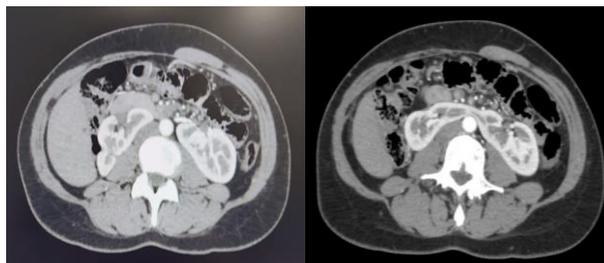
Tomografia Computadorizada de Abdome e Pelve em Fase Arterial, evidenciando tumor em rim em ferradura, (A) Corte Transversal Altura de L2-L3; (B) Corte Transversal Altura de L2-L3.
